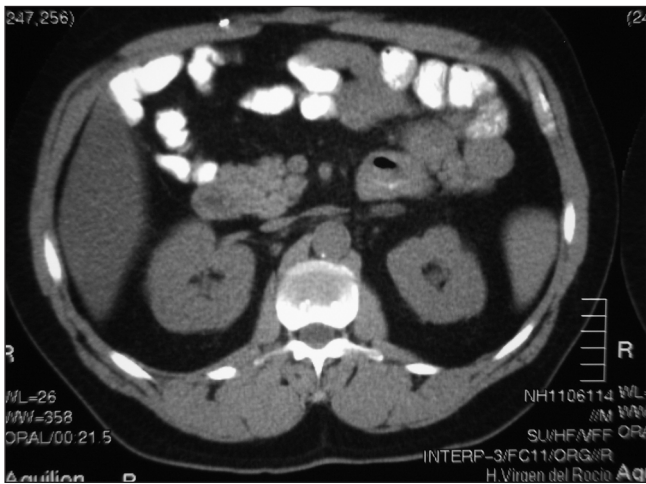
Tumoración duodenal en un corte del TAC abdominopélvico.
